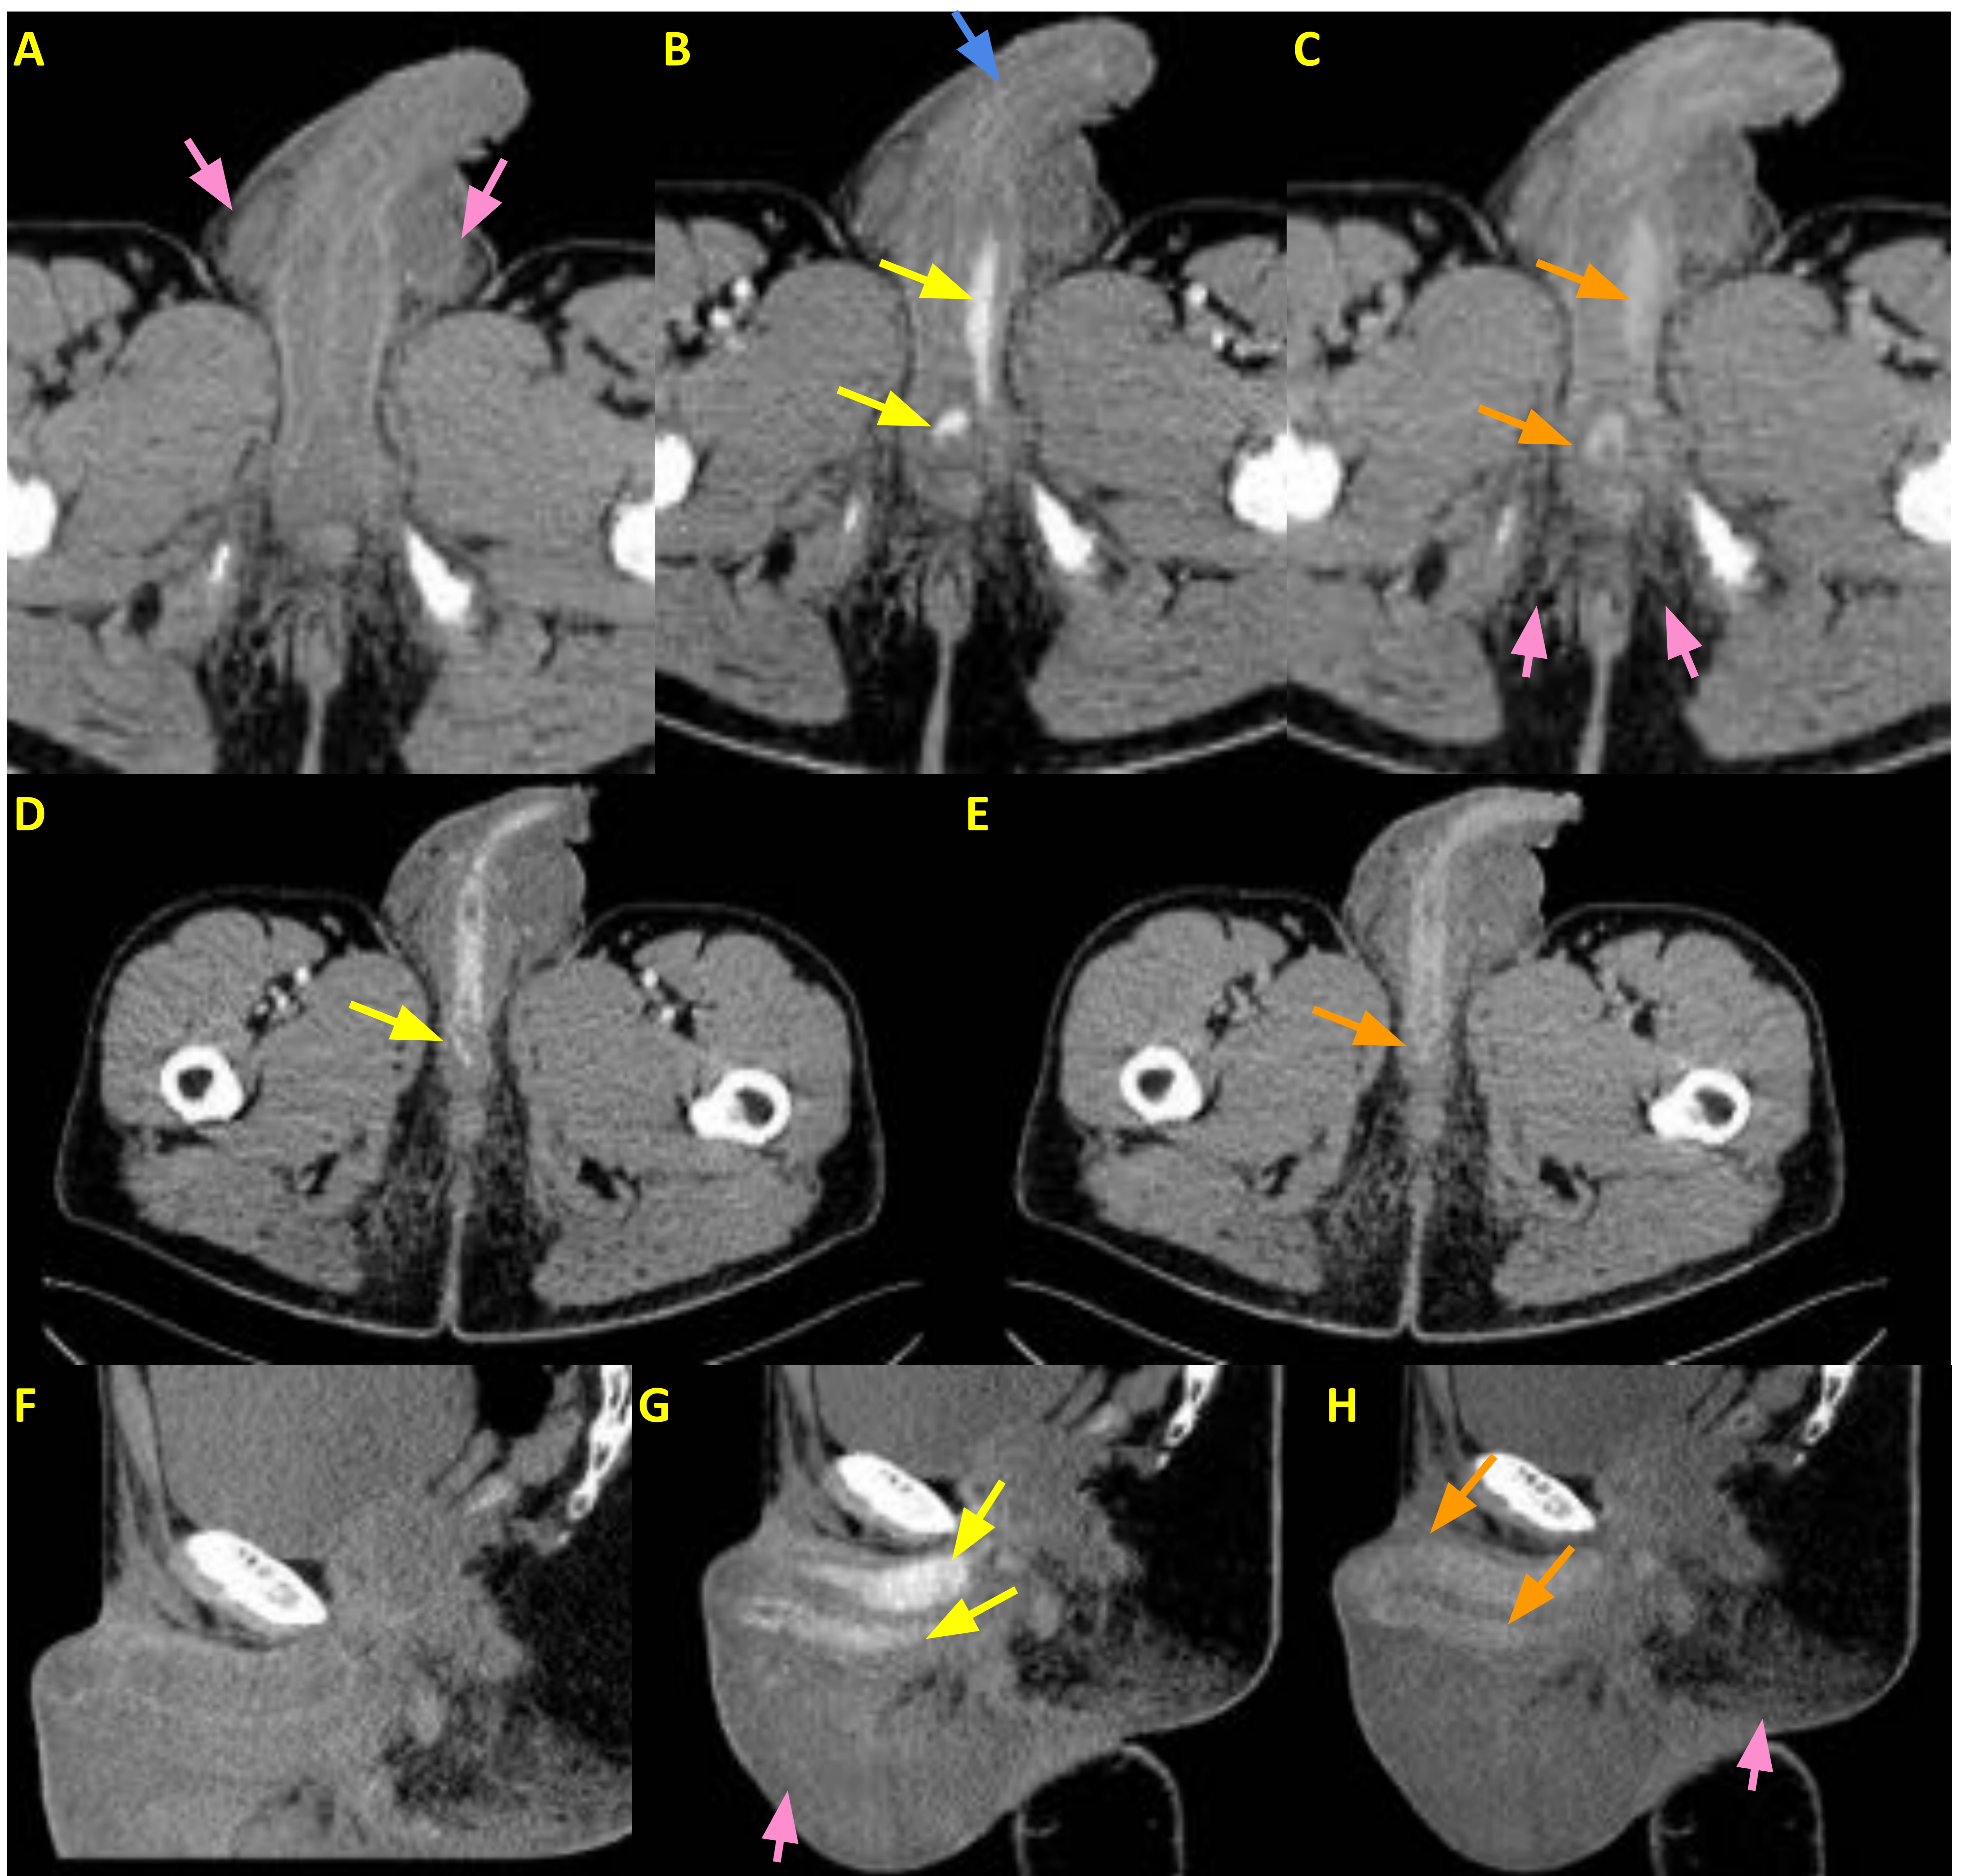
Traumatismo peneano con sangrado activo a nivel de ambas caras laterales del cuerpo esponjoso. TC multifásico (cortes axiales y sagitales) con fase simple (A,F), arterial (B,D,G) y venosa (C,E,H). En fase arterial se visualiza extravasación de contraste en bulbo, raíz y pilar izquierdo de pene (flechas amarillas) así como hipercaptación de uretra peneana (flecha azul). En fase venosa se visualiza aumento de extravasación de contraste (flechas naranjas). Se asocia moderada cantidad de líquido en bolsa escrotal y cambios inflamatorios en región perineal (flechas rosas).
